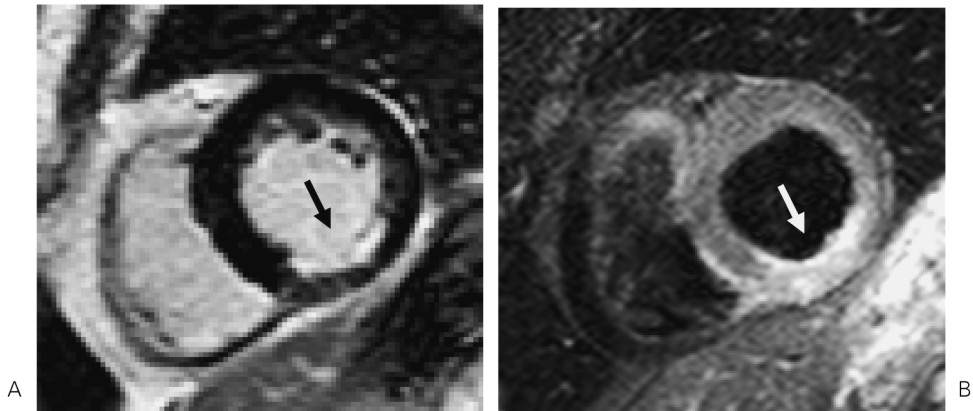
A : Late gadolinium enhanced MRI, B : Black blood T2 weighted MRI
